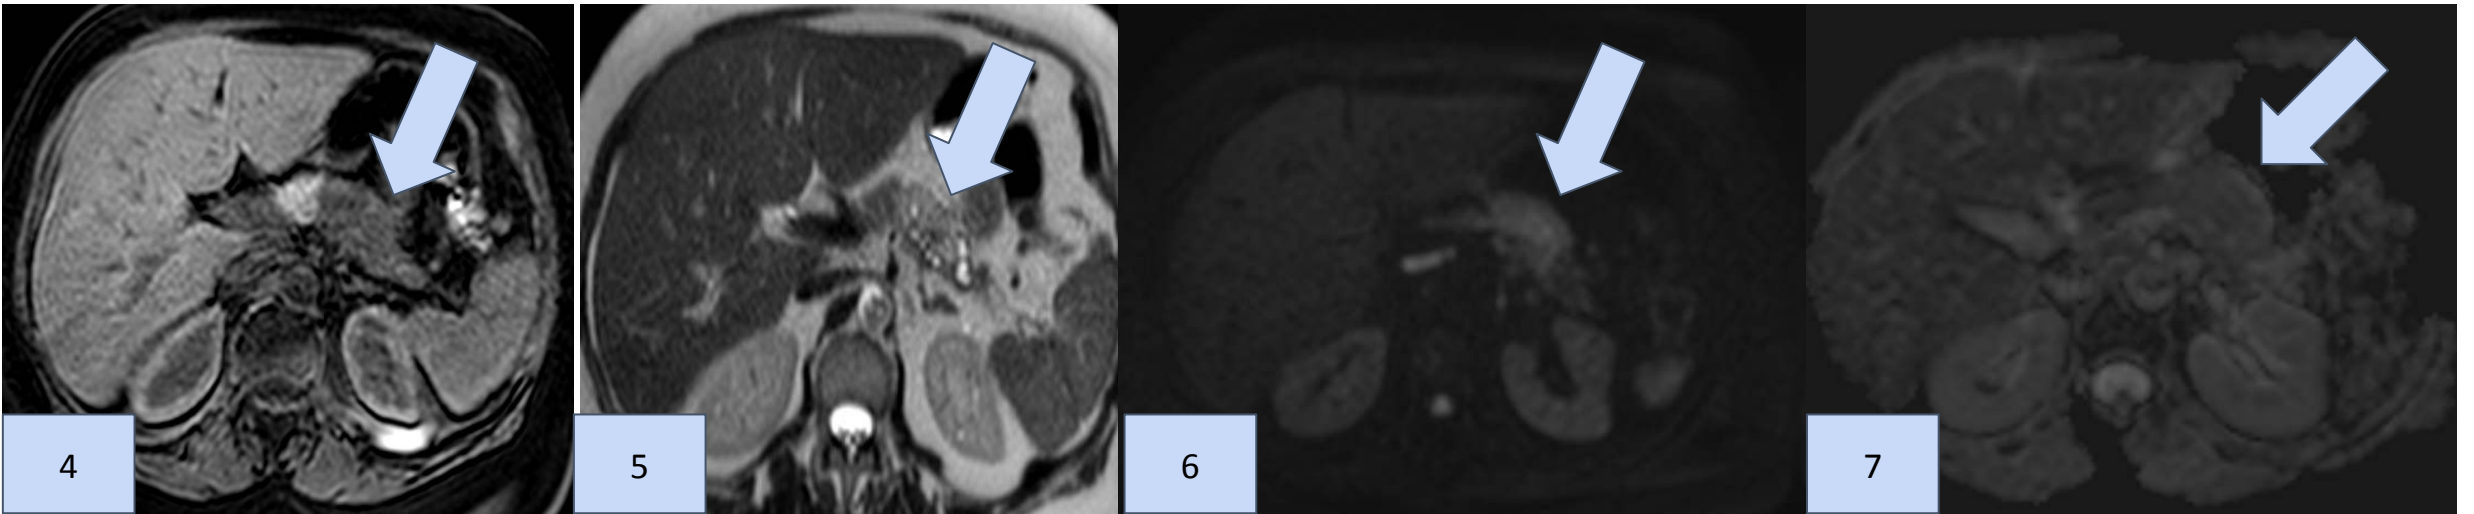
Resonancia de abdomen secuencia T1 corte axial se observa una formación hipointensa a nivel del cuerpo pancreático.
